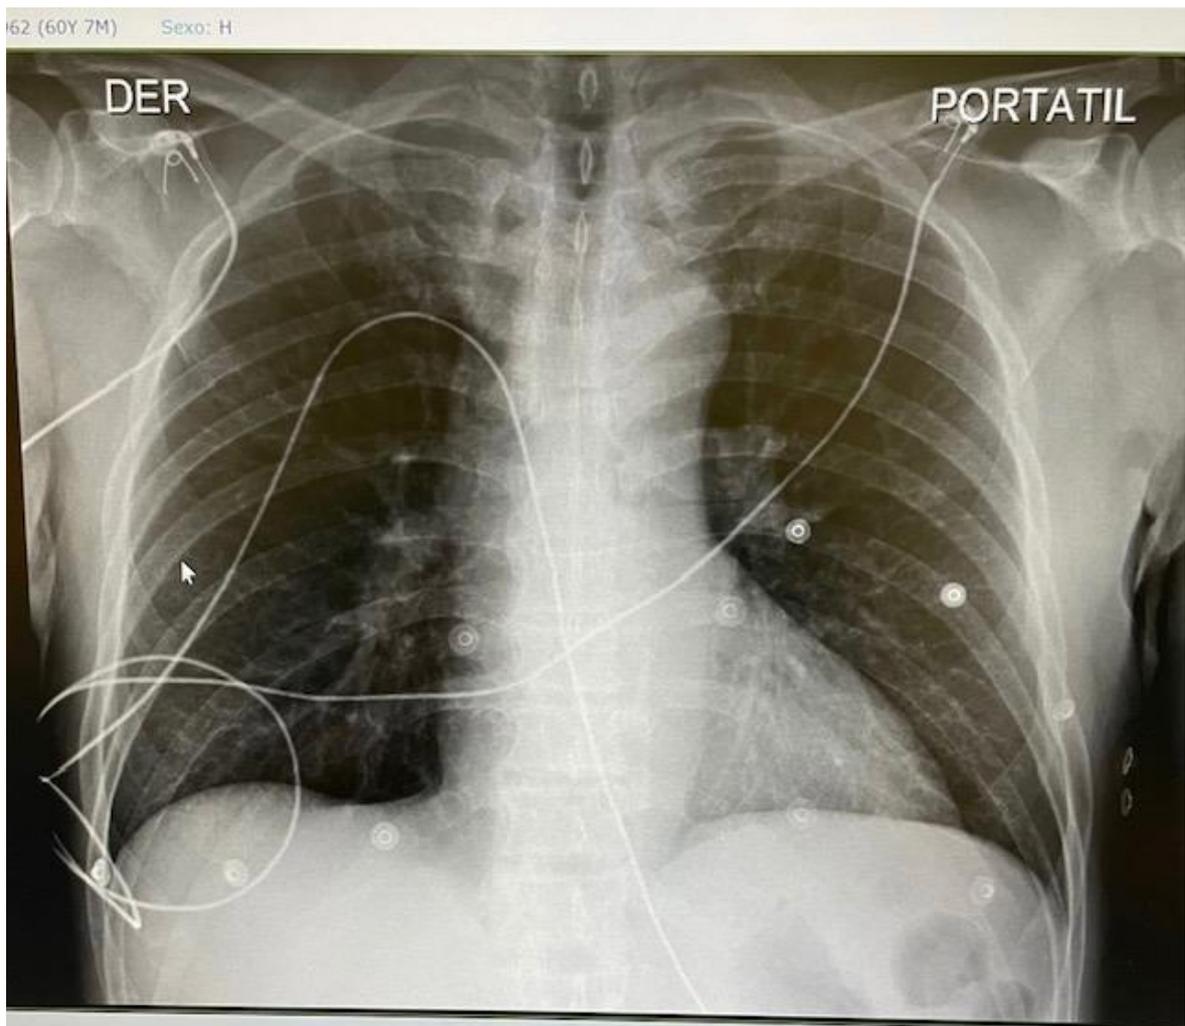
Radiografía de tórax caso 18..
